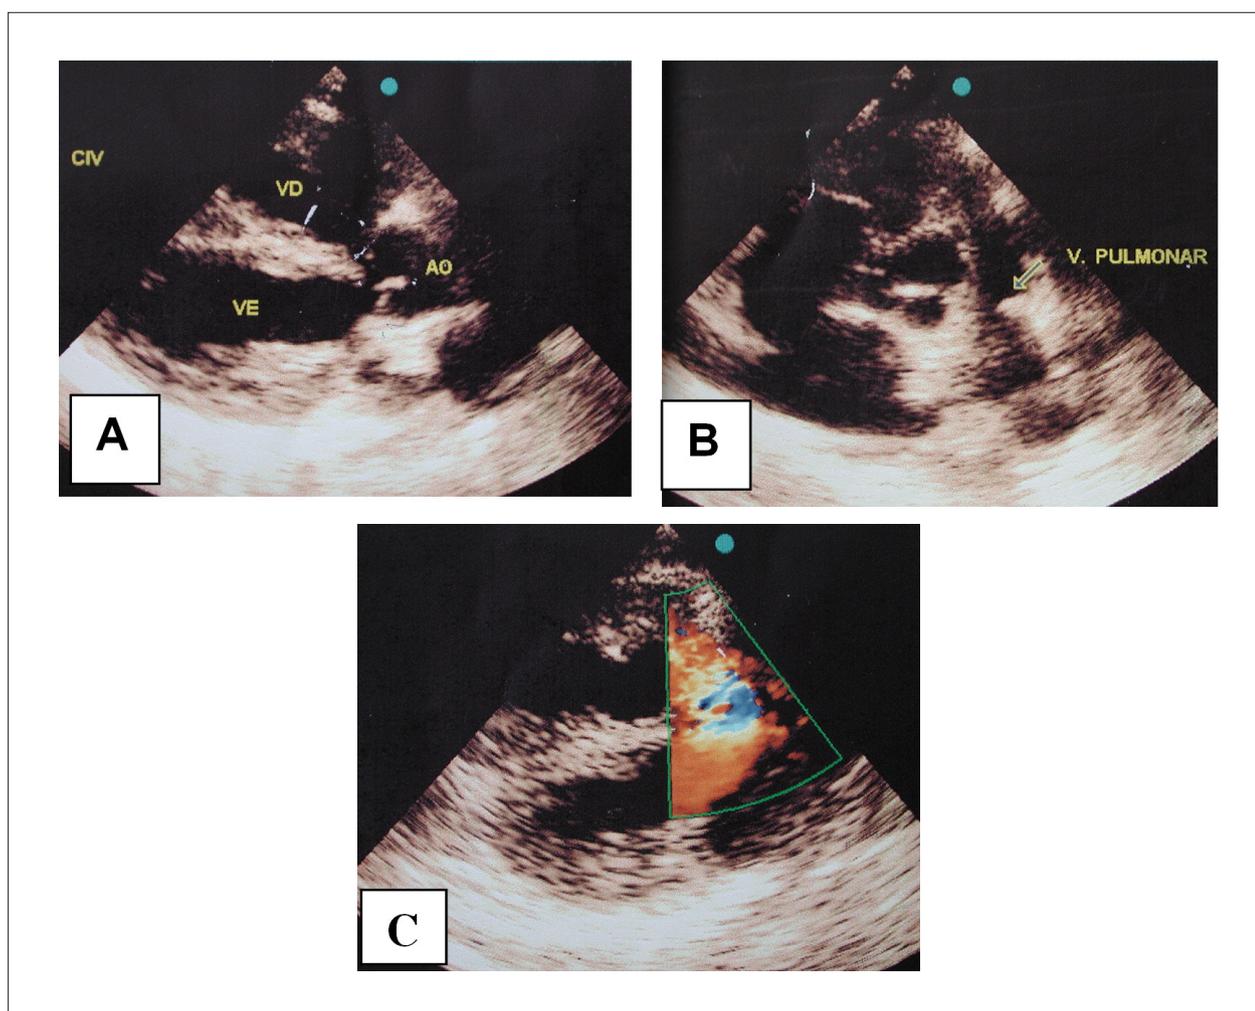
El ecocardiograma destaca las señales de la tetralogía de Fallot con cabalgamiento de la aorta en el septo interventricular y la CIV subaórtica, en A, anillo pulmonar estrecho y dilatación del tronco y de las arterias pulmonares centrales, en B, y dupla lesión valvular pulmonar en Doppler en colores, en C.
